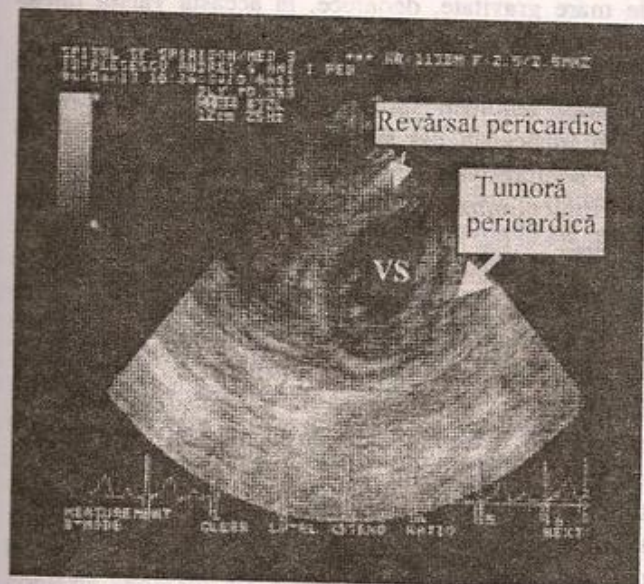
Tumoră pericardică, ecografie 2D. Limfom malign non-hodgkinian cu pericardită hemoragică la un copil în vârstă de 4 ani.
